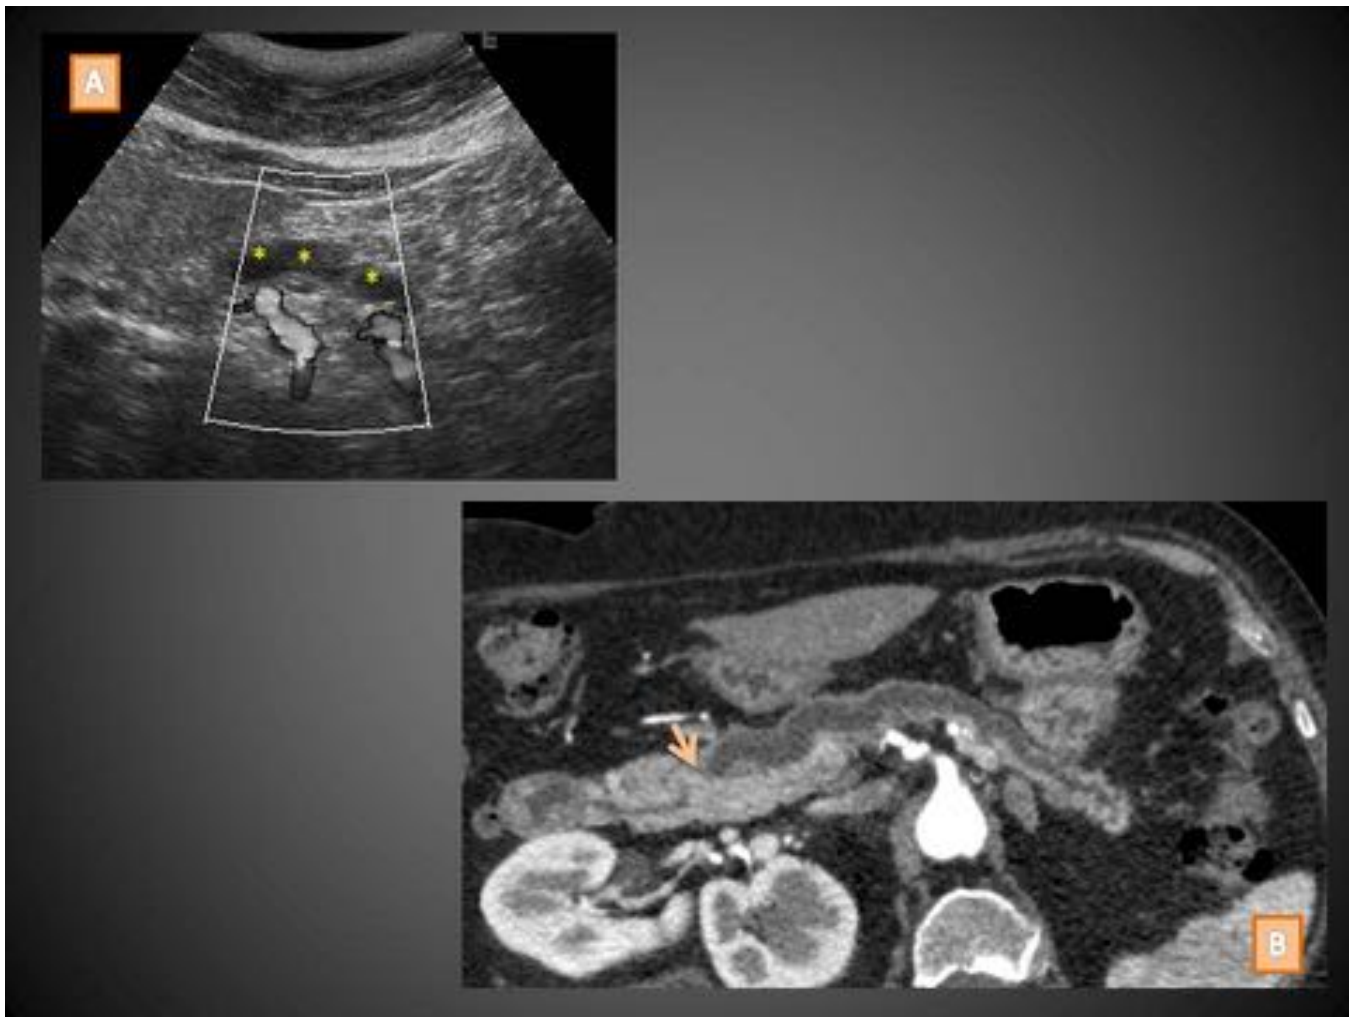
Paciente con NMPI-CP con cambio de calibre brusco del conducto pancreático principal y atrofia parenquimatosa distal. Ecografía abdominal (A) en la que se observa dilatación del conducto pancreático principal (asteriscos) y reconstrucción axial curva de TCMD de abdomen con contraste i.v. (B) en la que se confirma la dilatación del conducto que muestra una amputación brusca en la cabeza (flecha corta).
